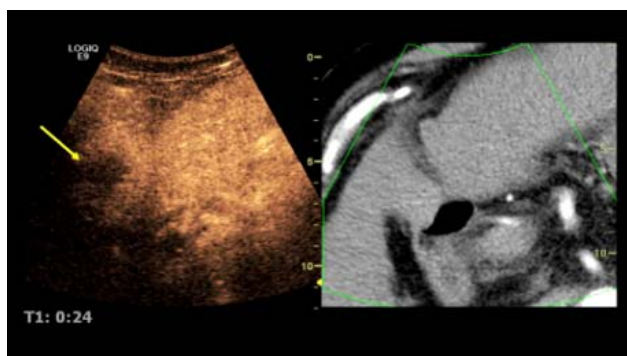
Bildfusion CEUS / CT bei HCC im Segment VIII der Leber.
